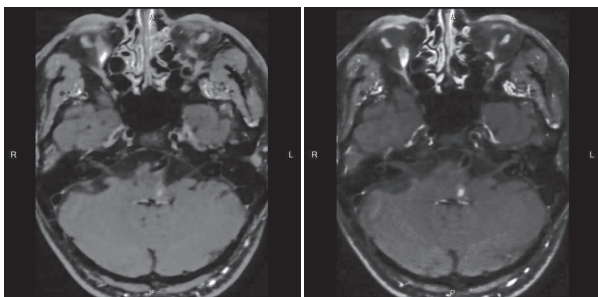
颅内动脉血管高分辨率 MRI 平扫+增强示左侧椎动脉颅内段、基底动脉管腔粗细欠均匀,局部管壁增厚,增强后可见强化
